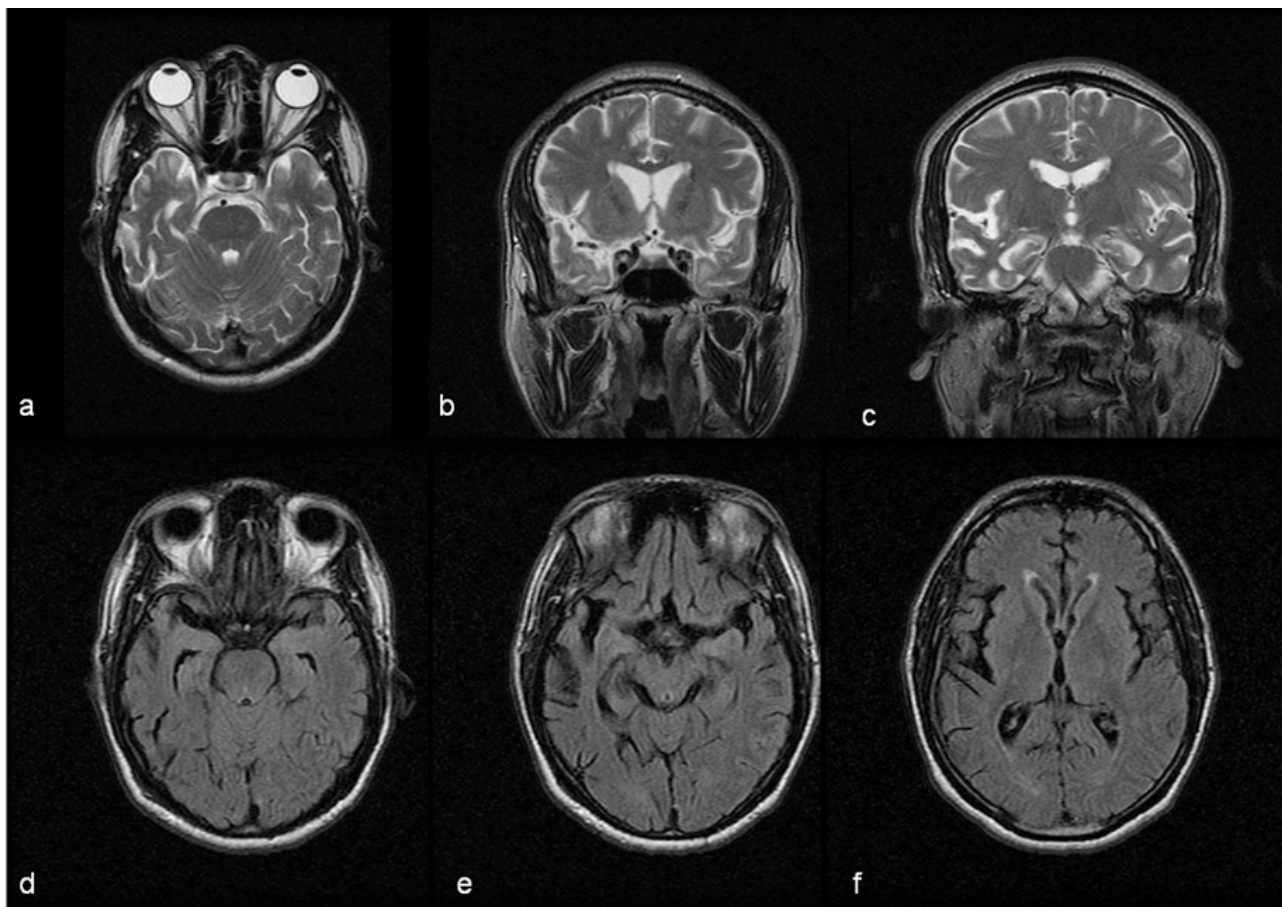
Ressonância magnética seguimento (doente dois). a-axial T2; b-c coronal T2; d-e-f axiais FLAIR
